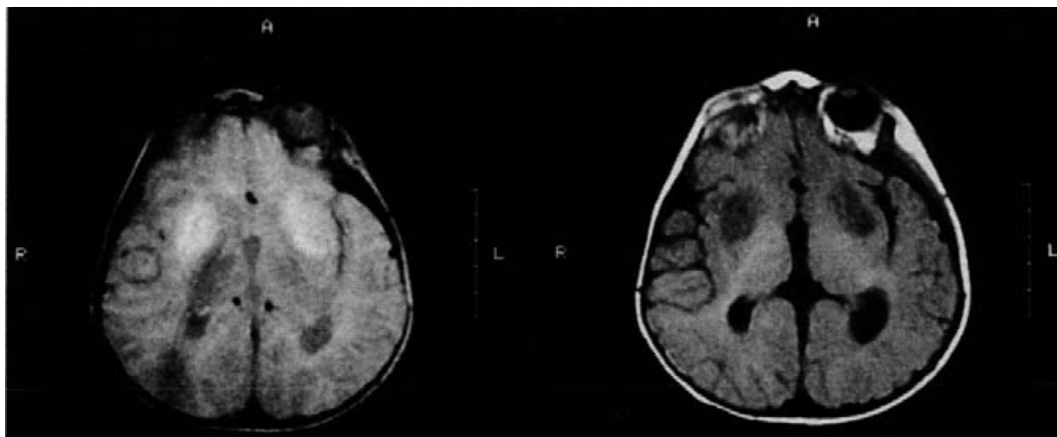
RMN in paziente affetta da LS: iperintensità caratteristica simmetrica nelle sequenze T2-pesate.
